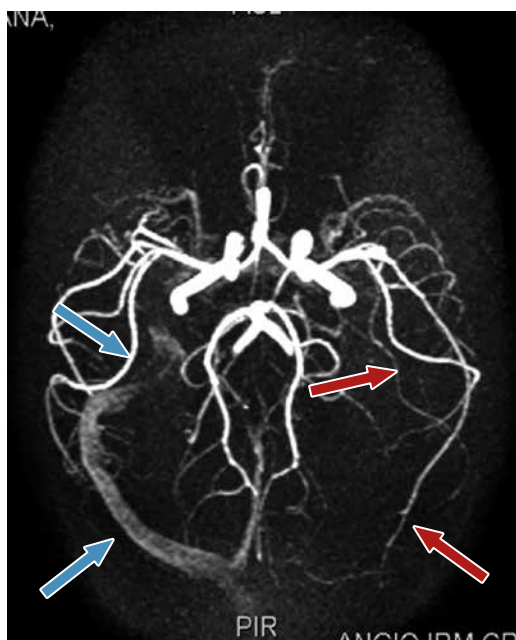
Venografía en 3D por resonancia magnética cerebral (3D-CEMRV). Presencia del seno venoso derecho transverso normal (flecha azul), ausencia del seno venoso transverso izquierdo (flecha roja).
